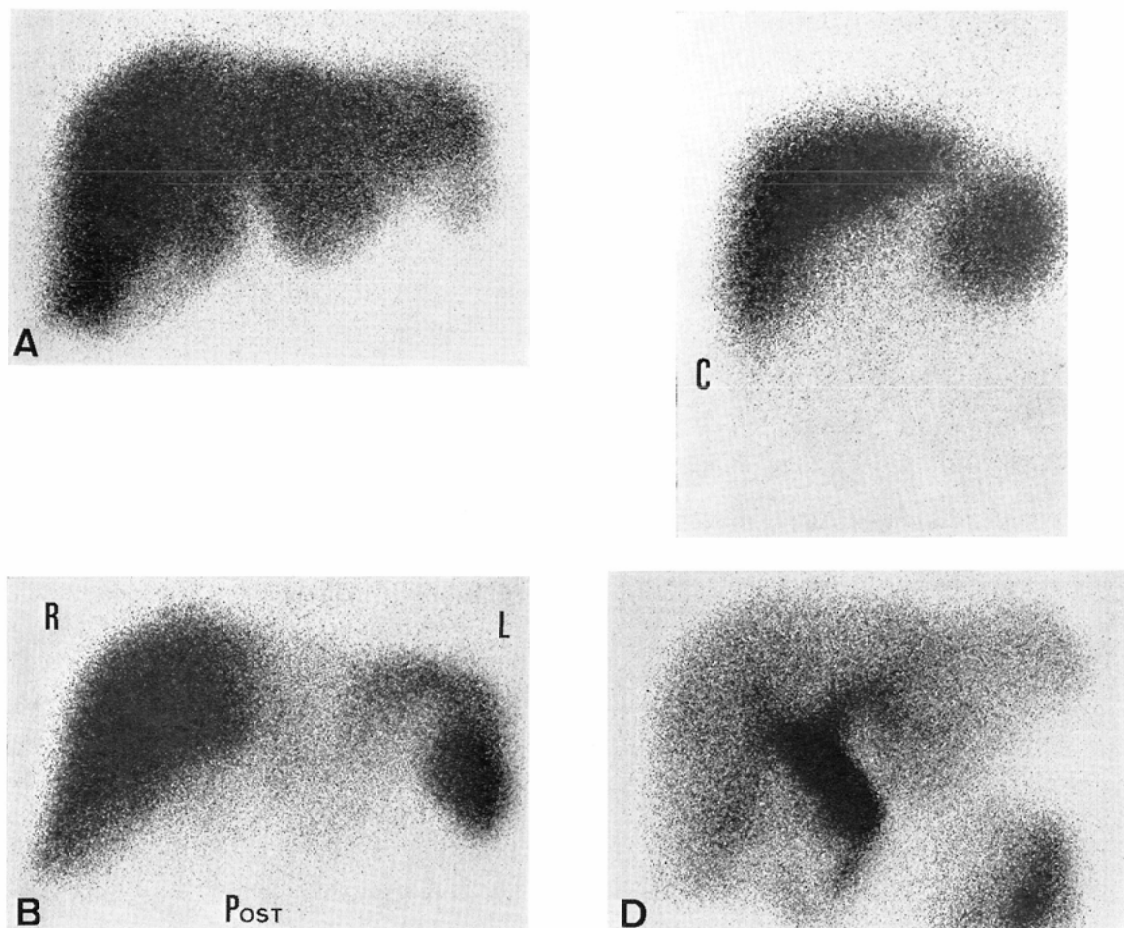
Type 5. Case 21. $^{99m}\text{Tc-Sn-colloid}$ scintigram showing laterally elongated and inferiorly enlarged left lobe, which overlaps with spleen in anterior view (A). Lateral segment of left lobe is separated from spleen in posterior view (B), and it's less available to separate left lobe from spleen in left lateral view (C). $^{99m}\text{Tc-PI}$ scintigram showing well demarcated left lobe (D).
